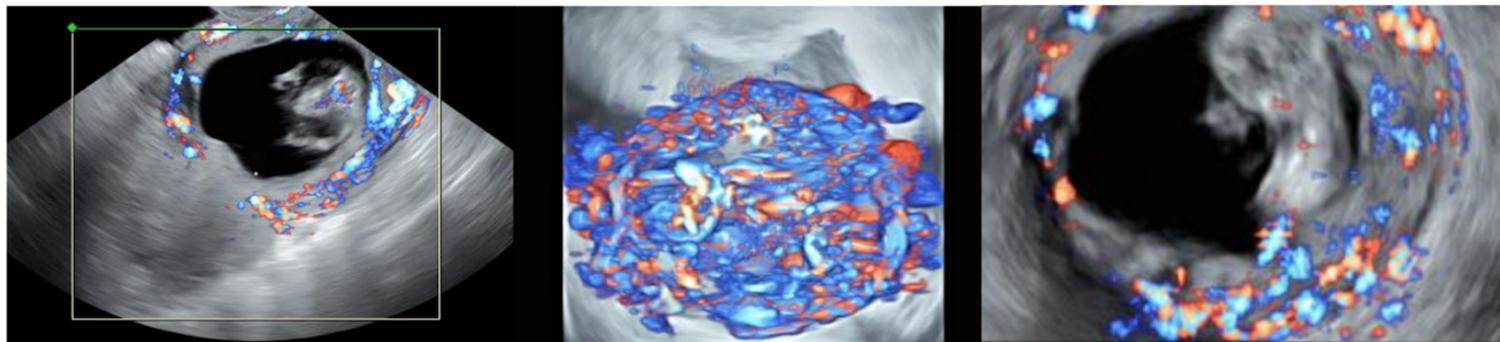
Presencia de pérdida de la "clear zone", adelgazamiento miometrial, lagunas placentarias anormales, abultamiento placentario. Valoración doppler: hipervascularidad uterovesical e hipervascularidad subplacentaria.
